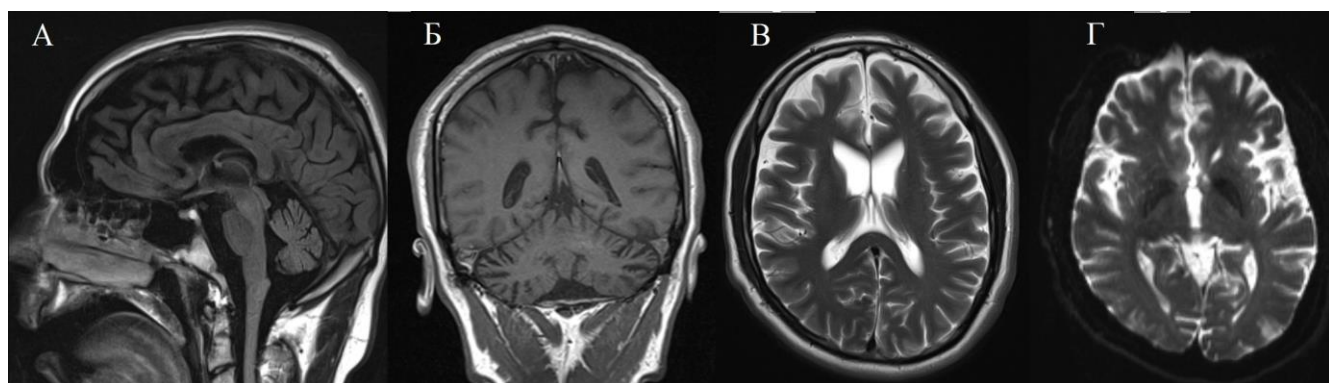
МРТ головного мозга пациента *БКМ*. А – признаки атрофии червя мозжечка (T1-ВИ, сагиттальный срез); Б – расширение борозд обоих полушарий мозжечка (T1-ВИ, коронарный срез); В – расширение субарахноидального пространства лобных долей, сильвиевых щелей мозга, расширение боковых желудочков мозга (преимущественно передних рогов) (T2-ВИ, аксиальный срез); Г – в бледных шарах определяются гипоинтенсивные симметричные участки, режим DWI (b=0).
